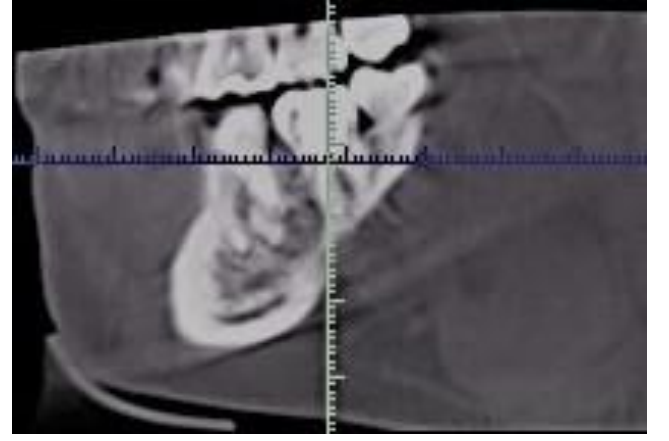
12 ay sonraki röntgen
